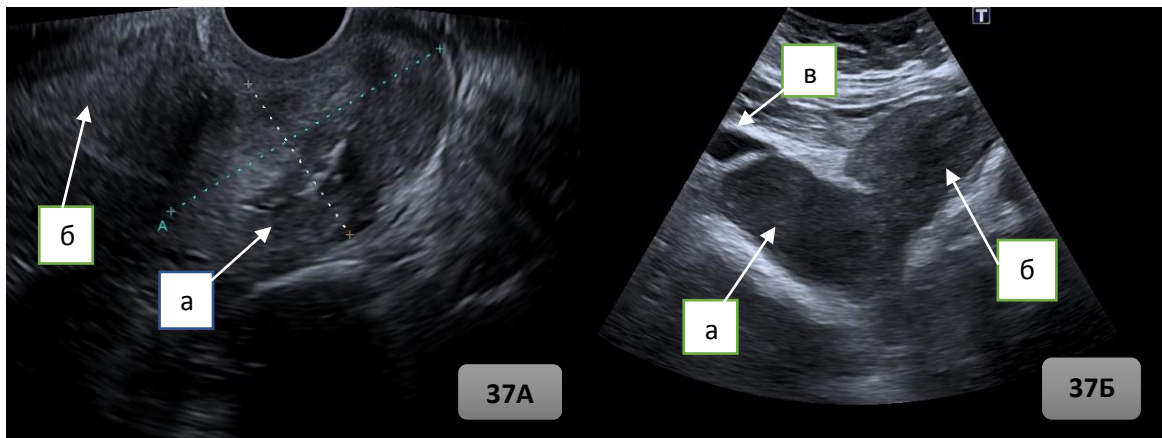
Рисунок 37А и 37Б – Ультразвуковая томограмма опухолево измененной шейки матки до начала лечения. трансвагинальным и трансабдоминальным доступом: а) опухоль шейки матки; б) тело матки; в) мочевого пузыря.
